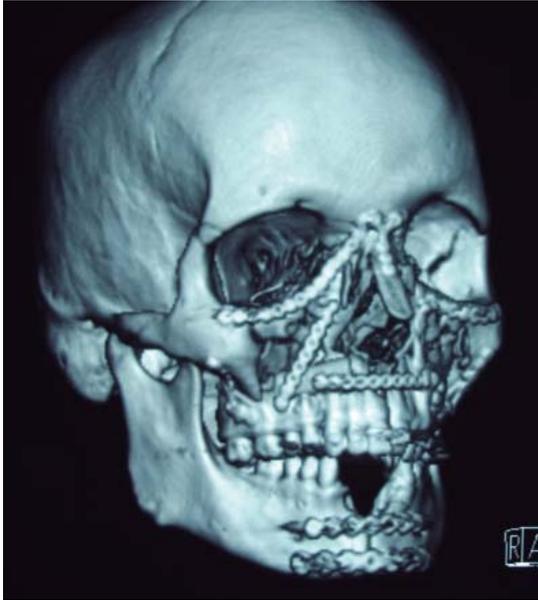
Tomografía postoperatoria con fijación de pilares verticales y horizontales y adecuada reducción de fracturas.
